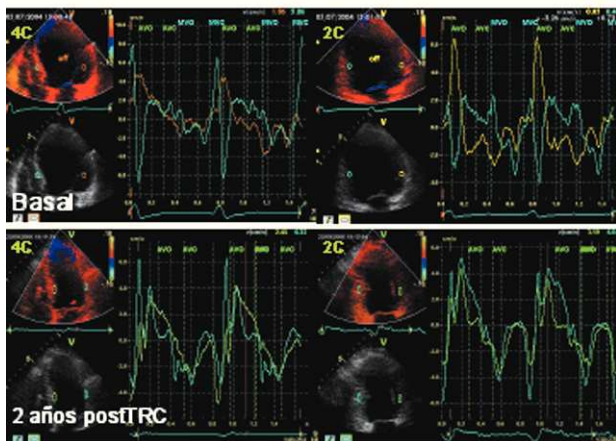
Estudio de asincronía intraventricular con análisis de las velocidades tisulares mediante Doppler tisular. Se evalúan dos segmentos miocárdicos opuestos en el plano apical de 4 cámaras (izquierda) y 2 cámaras (derecha) en situación basal antes del implante del resincronizador (registro superior) y a los dos años del implante (registro inferior). Es evidente la mejoría de la sincronía en el registro de velocidades inferior apreciable por la superposición de las curvas y de la distancia pico a pico de la onda sistólica. También es patente la reducción del tamaño ventricular entre ambos estudios. TCR: terapia de resincronización cardíaca.
